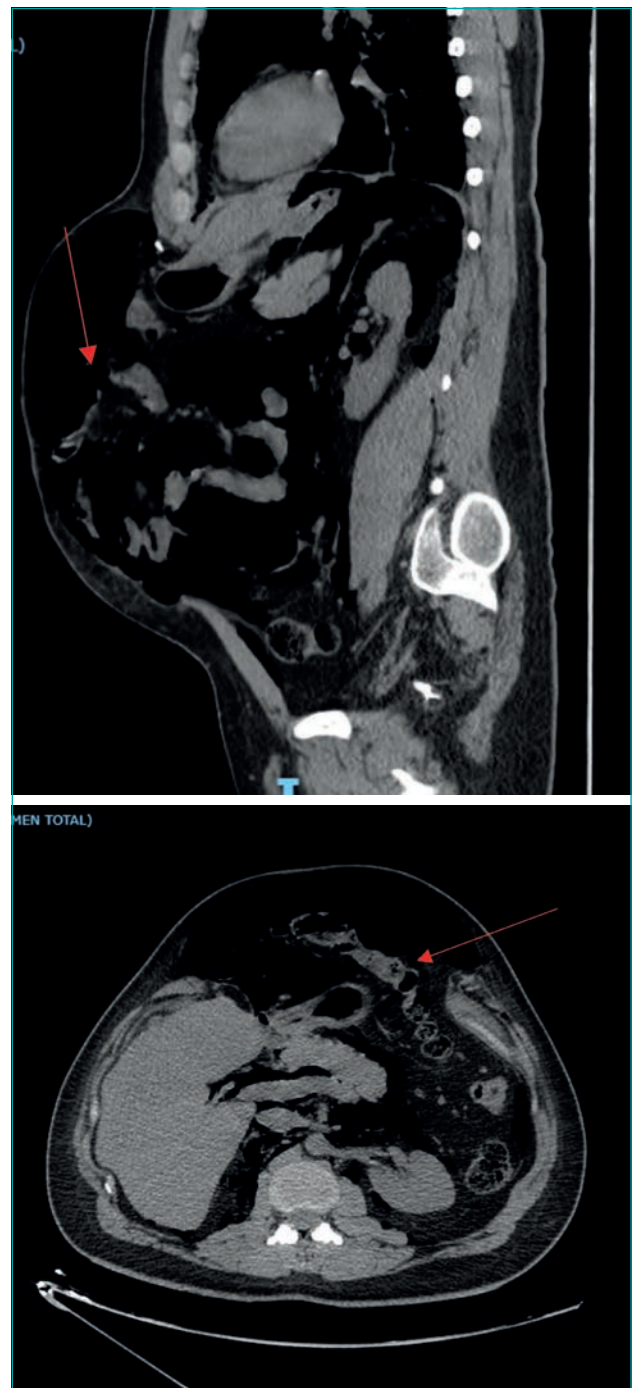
Imágenes de la tomografía de abdomen simple en los cortes sagital y axial después de completar los 7 días de terapia con neumoperitoneo preoperatorio. La flecha roja señala en ambas imágenes la burbuja de aire intraabdominal, liberando parte de las asas de la pared abdominal.
